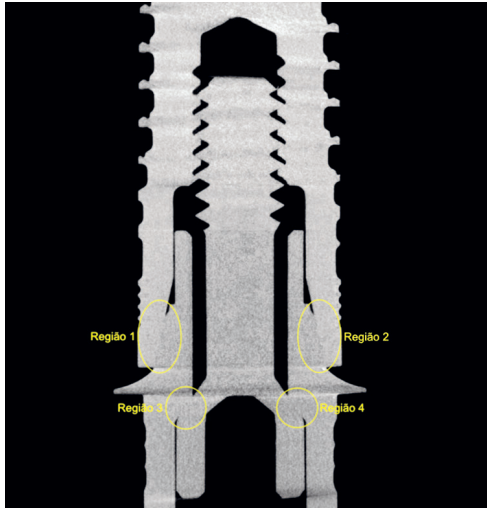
Regiões de interesse utilizadas para a análise comparativa entre os grupos na análise por micro-CT.
